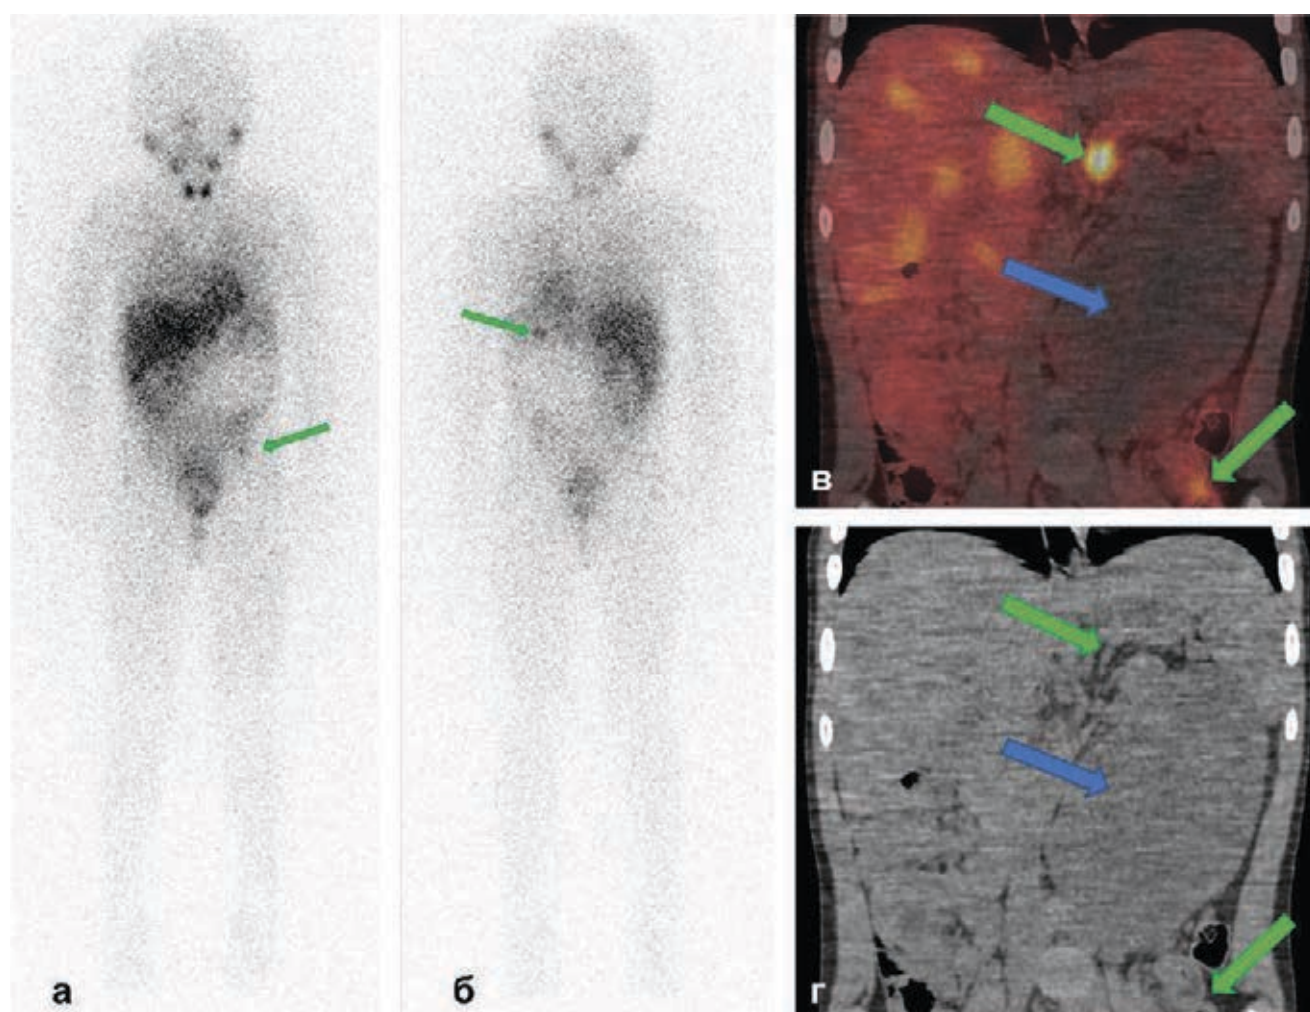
Очаговое накопление ^{123}I -МЙБГ как вариант физиологического накопления в надпочечнике и кишечнике. Планарные сцинтиграммы (а - вид спереди; б - вид сзади): очаговое накопление ^{123}I -МЙБГ в проекции забрюшинного пространства и таза слева (зеленые стрелки). Коронарные срезы ОФЭКТ/КТ-совмещенные изображения (в) и КТ-изображения (г): солидное образование забрюшинного пространства слева без накопления ^{123}I -МЙБГ (синяя стрелка), физиологическое накопление РФЛП в левом надпочечнике, кишечнике (зеленые стрелки).
